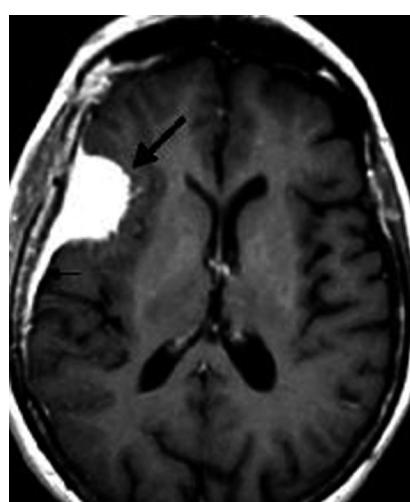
A IRM cérébrale chez une femme de 54 ans présentant des crises d'épilepsie partielle depuis un mois. Séquence axiale T1 après injection de gadolinium : lésion extra-cérébrale, refoulant le parenchyme cérébral, bien limitée, à base d'implantation large sur la convexité, prenant le contraste de manière intense et homogène (flèche en gras). Prise de contraste de la dure-mère adjacente (petite flèche) correspondant à la languette d'insertion dure-mérienne du méningiome (image en « queue de comète »).
